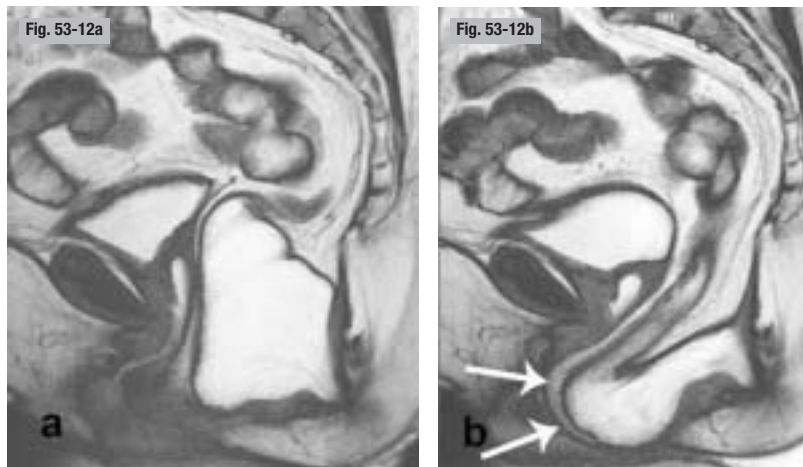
Rectocèle antérieure par affaiblissement du périnée. IRM pelvienne dynamique. a) Au repos. b) En poussée.
